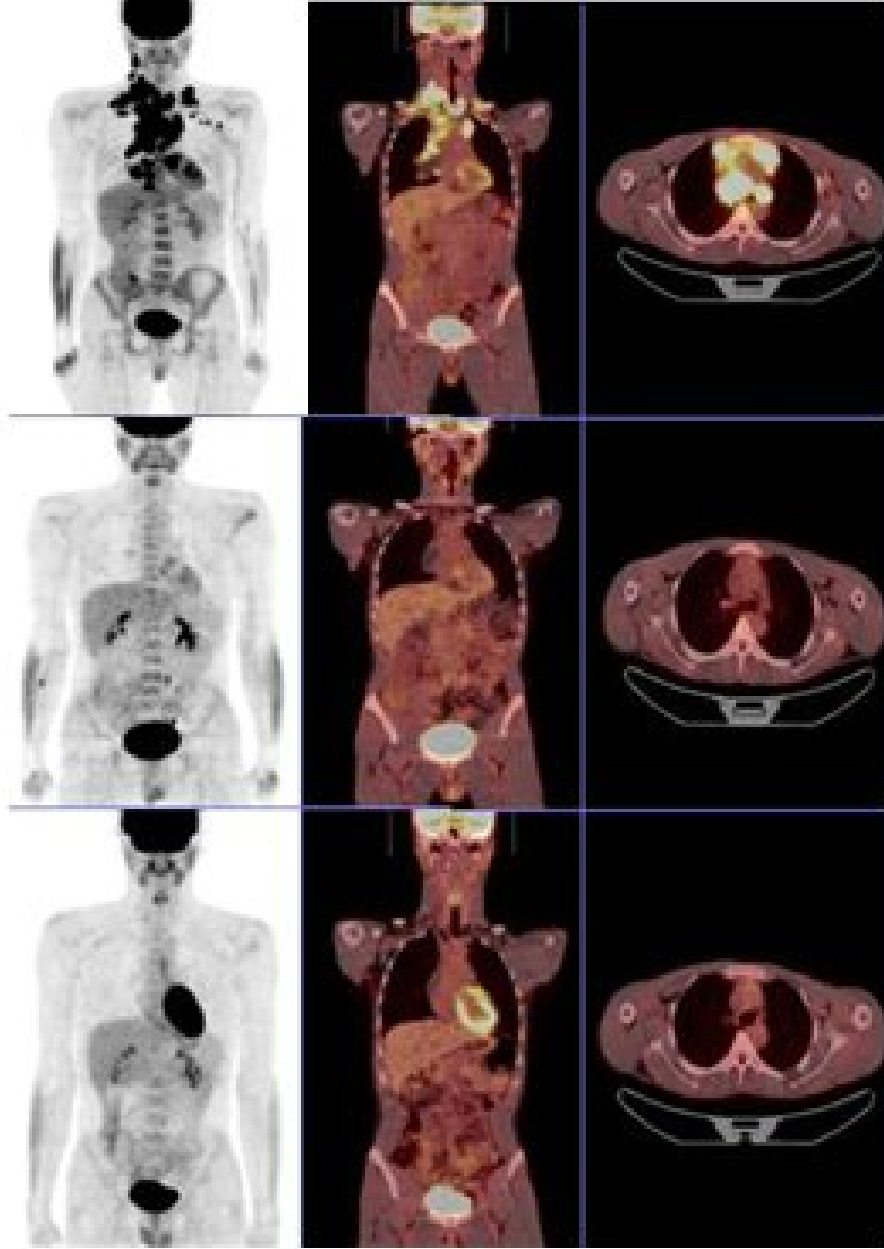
15 No'lu hastaya ait PET/BT görüntüleri
